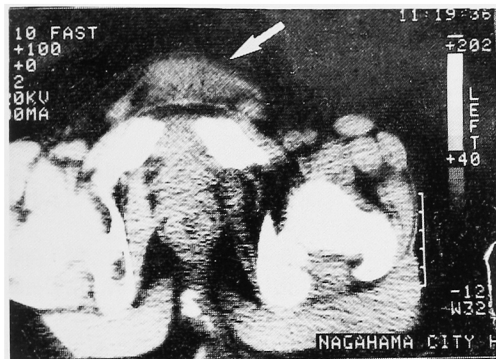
CT revealed the subcutaneous mass (arrow).
